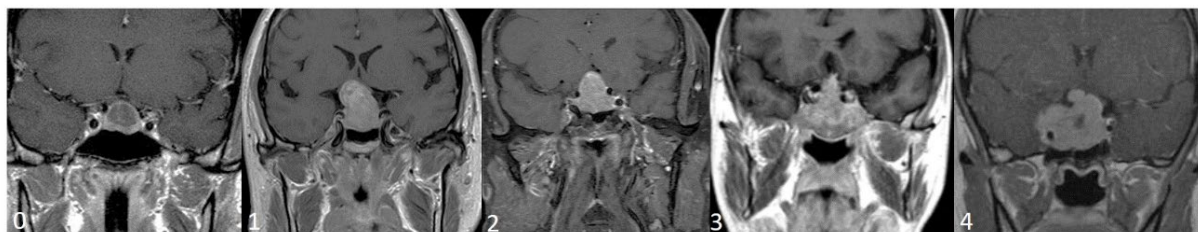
Imágenes de RM de pacientes con AHNF con los diferentes grados de Knosp.
